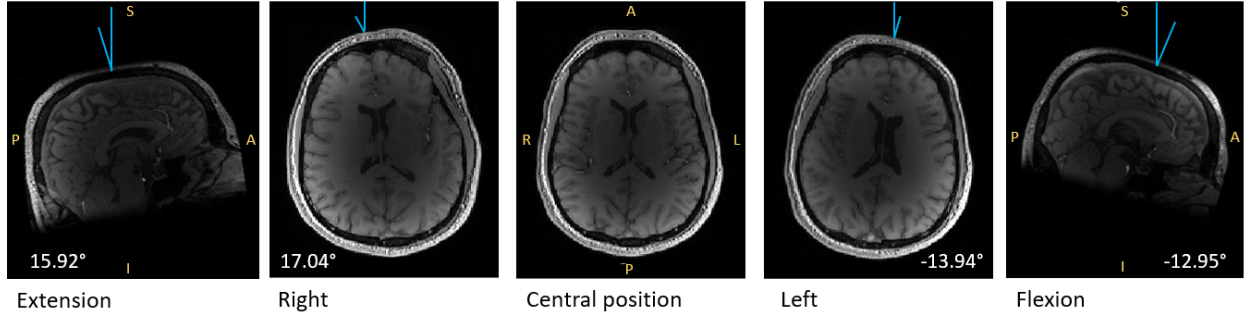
Magnitude brain MRI data acquired with different head orientations relative to the main magnetic field, B_0 .
